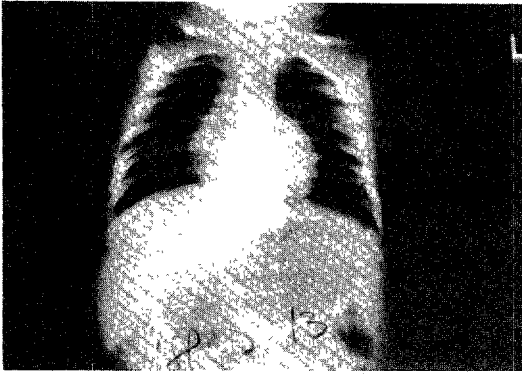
Postop. simple X-ray showed no mass which had been seen preoperatively.
